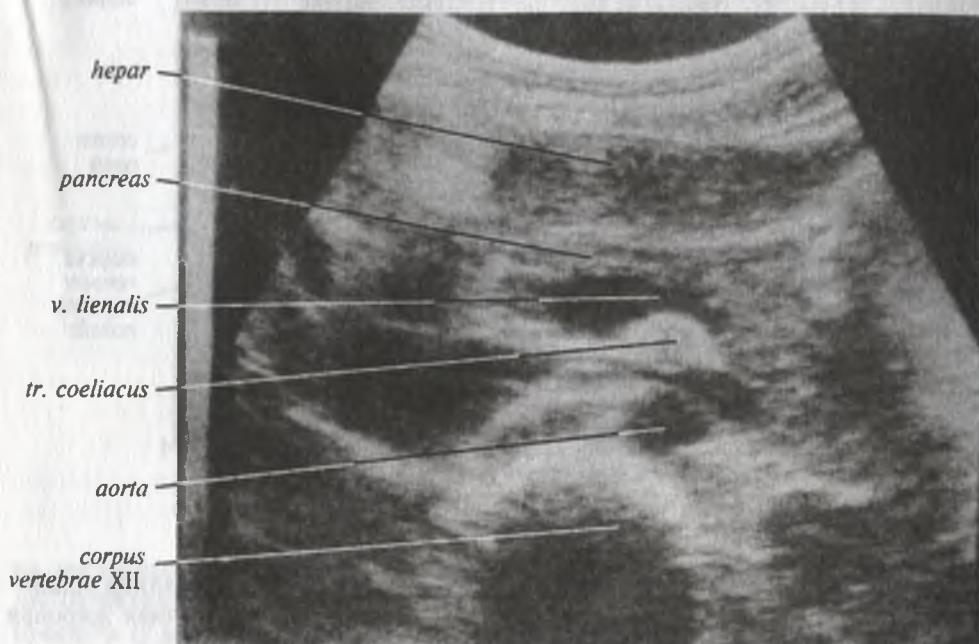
Ультразвуковая томограмма поджелудочной железы
